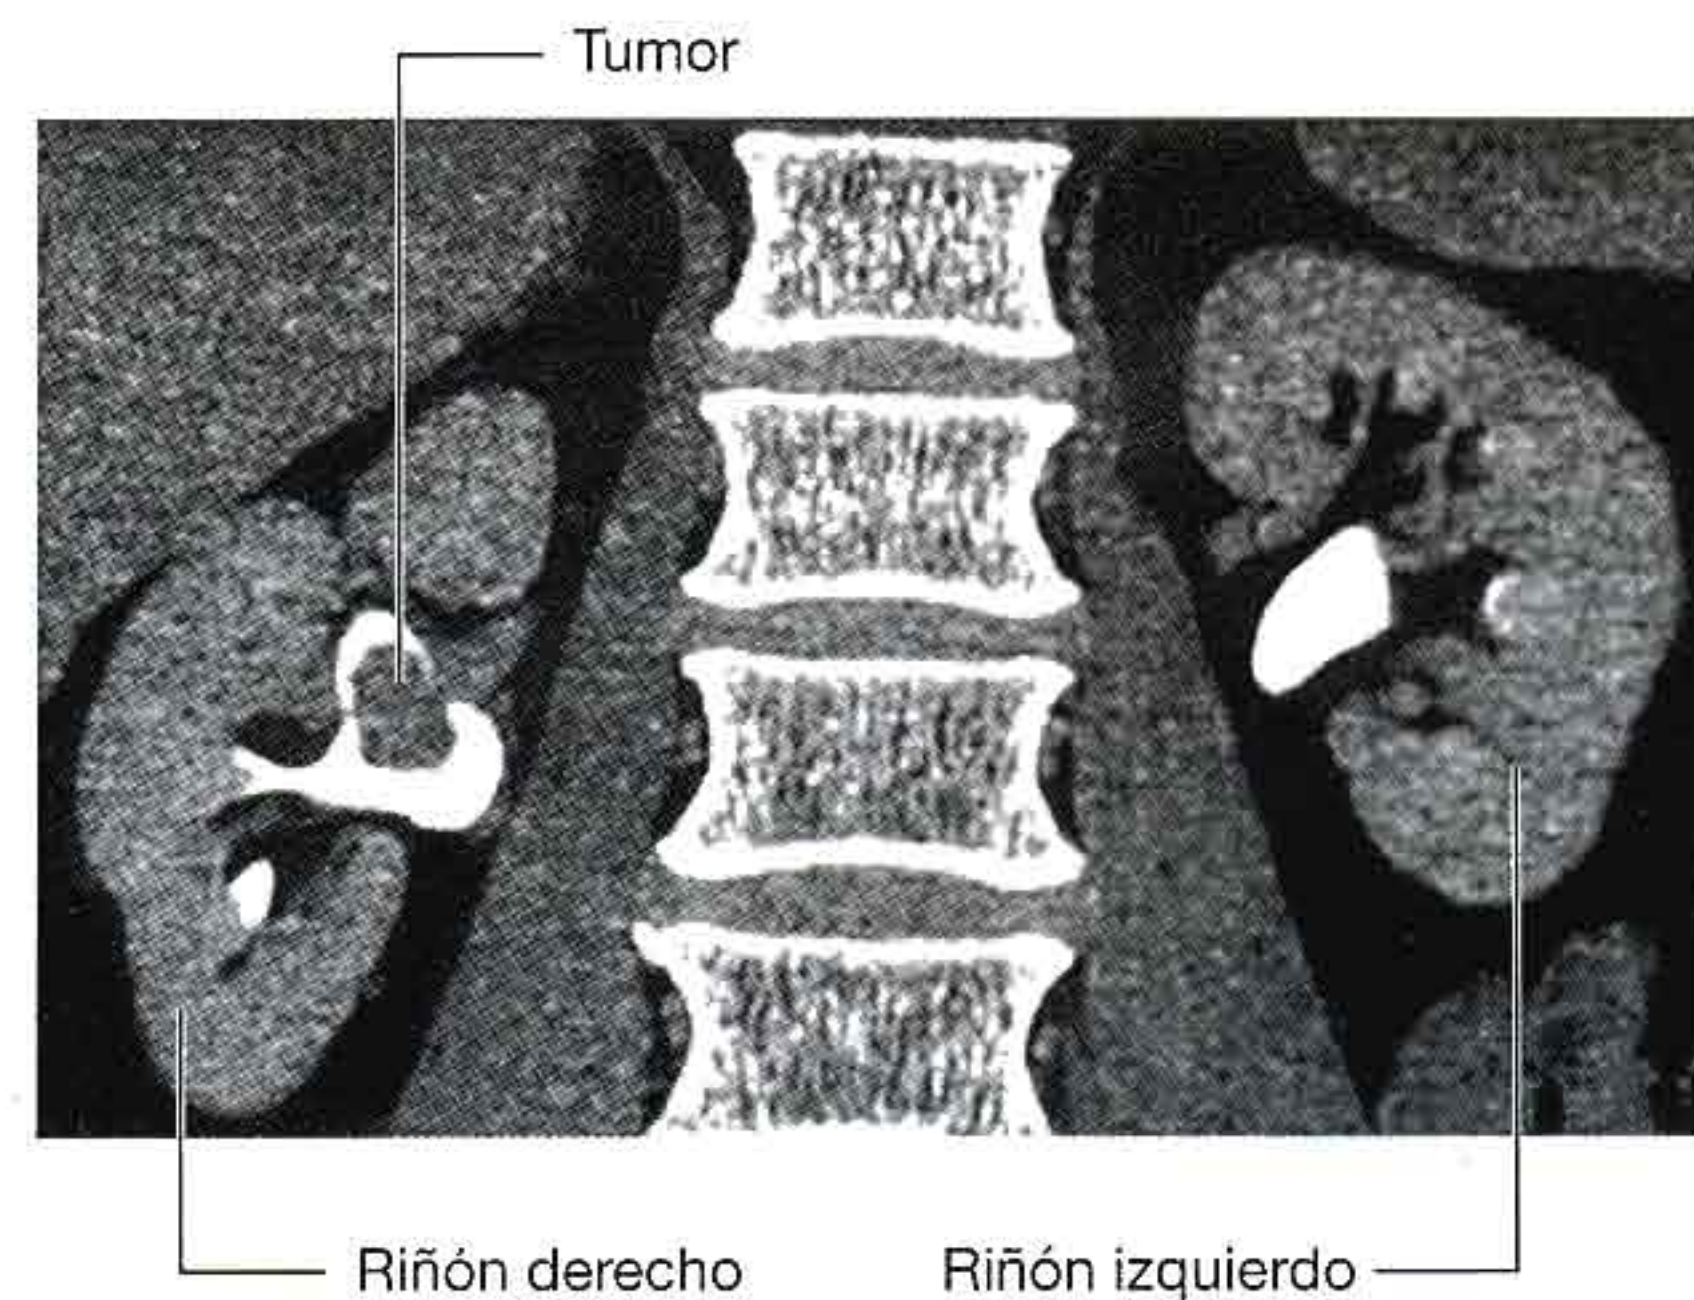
Carcinoma de células de transición en la pelvis renal derecha. Reconstrucción coronal de tomografía computarizada.
